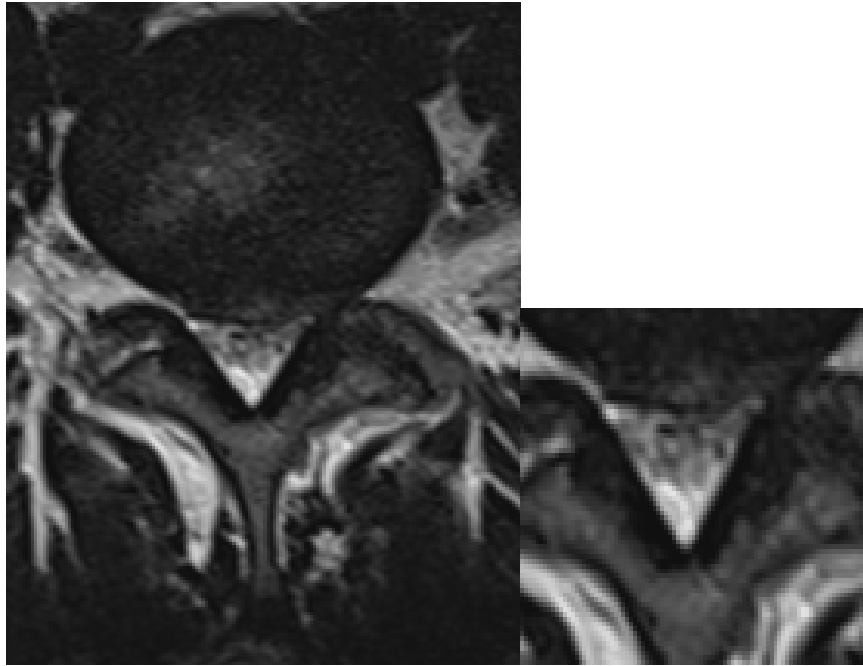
IRM en pondération T2 en coupe axiale objectivant une sténose canalaire type schizas C
